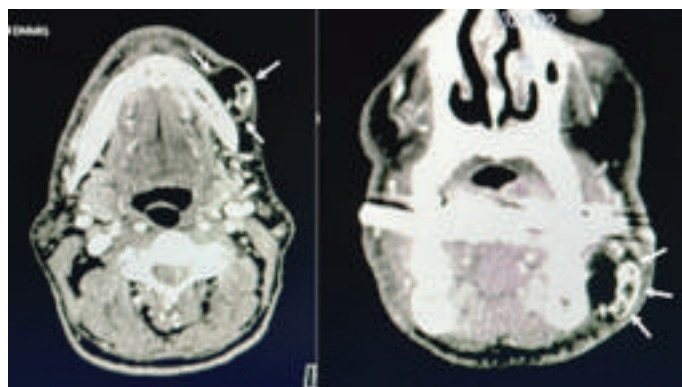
Arrows indicate lipomatous mass that contain rough calcified areas lateral to the left corpus mandible with smooth margins on axial and coronal CT sections
